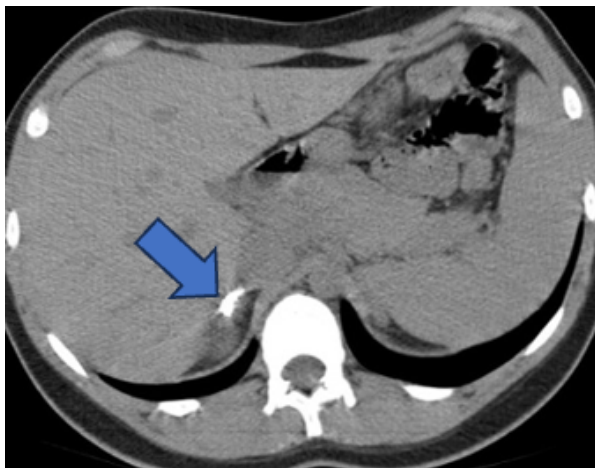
TC sem contraste evidenciando atrofia e calcificação na glândula adrenal direita em paciente tratado previamente (Caso do HUB).
